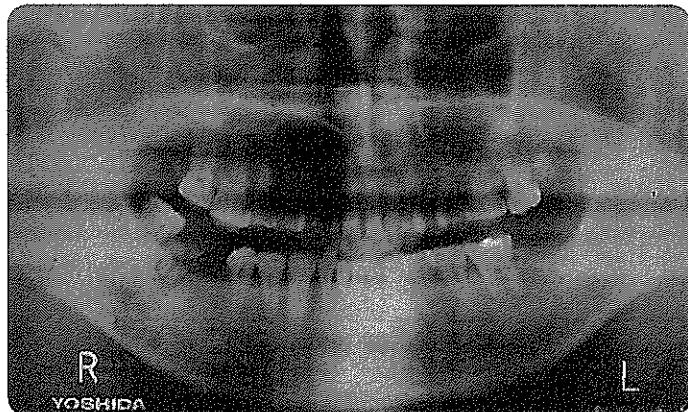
하악우측 제2 대구치의 잔존치근이 있으며 그 아래로 방사선불투과성을 보이는 경화성골염이 나타나고 또한 그 아래에서는 방사선투과성의 검은 얼룩이 보이며 피질골의 일부도 파괴되어 있다. 이 경우는 만성골수염으로 판독되어 임프란트의 시술전에 골수염에 대한 처치가 우선되어야 한다.
